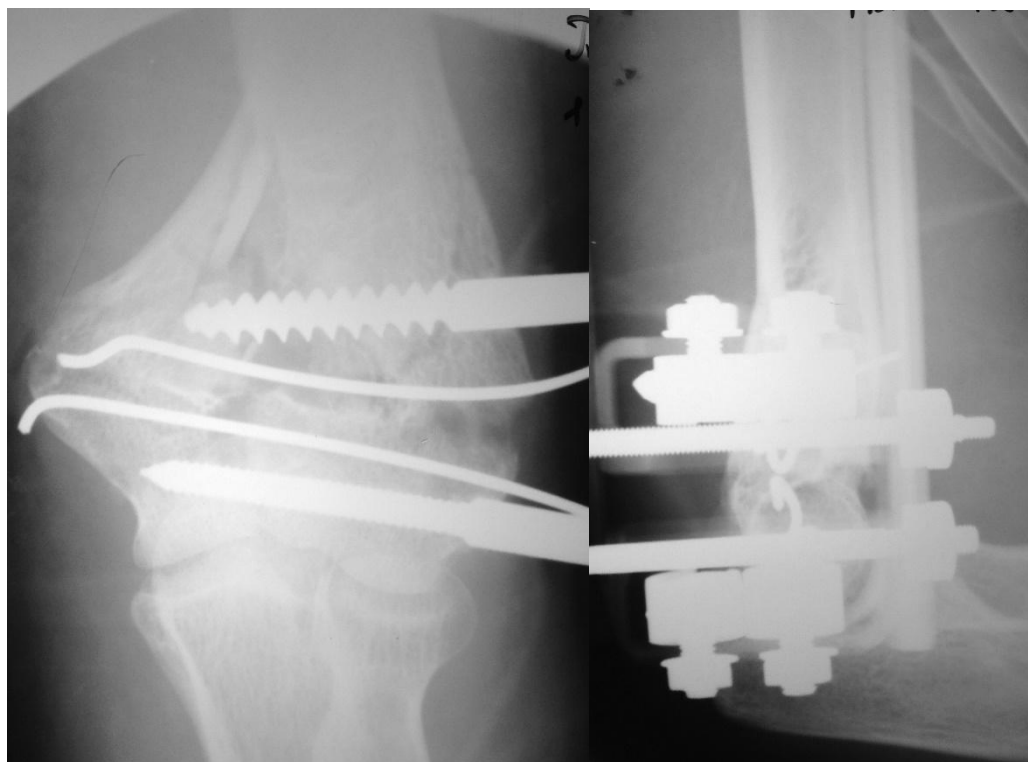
Рентгенограммы больной П. 33 лет после остеосинтеза левой плечевой кости.
